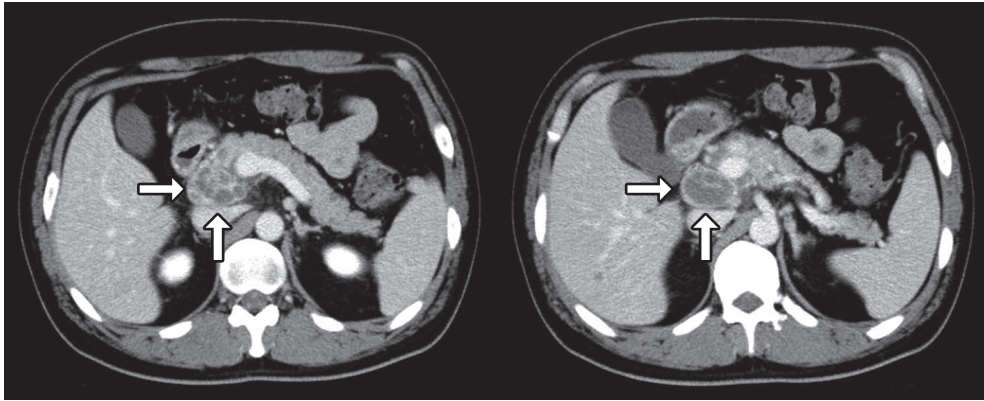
Enhanced computed tomography (CT) of the abdomen at admission.
